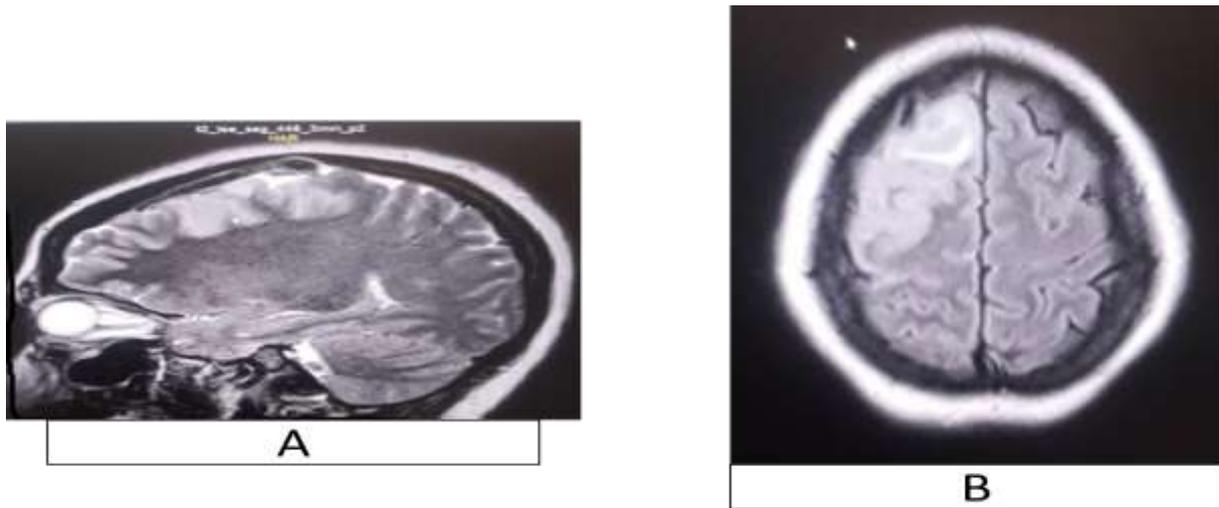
IRM Cérébrale séquence T2 ((A) en coupe sagittale objectivant au niveau frontal droit une anomalie de signal en hypo signal (thrombus étendu sur 65 mm de diamètre antéro-postérieure). Et en coupe axiale en séquence T2 FLAIR (B) montrant une anomalie de signal en hyper signal corticale frontale droite (œdème cérébral focal).
